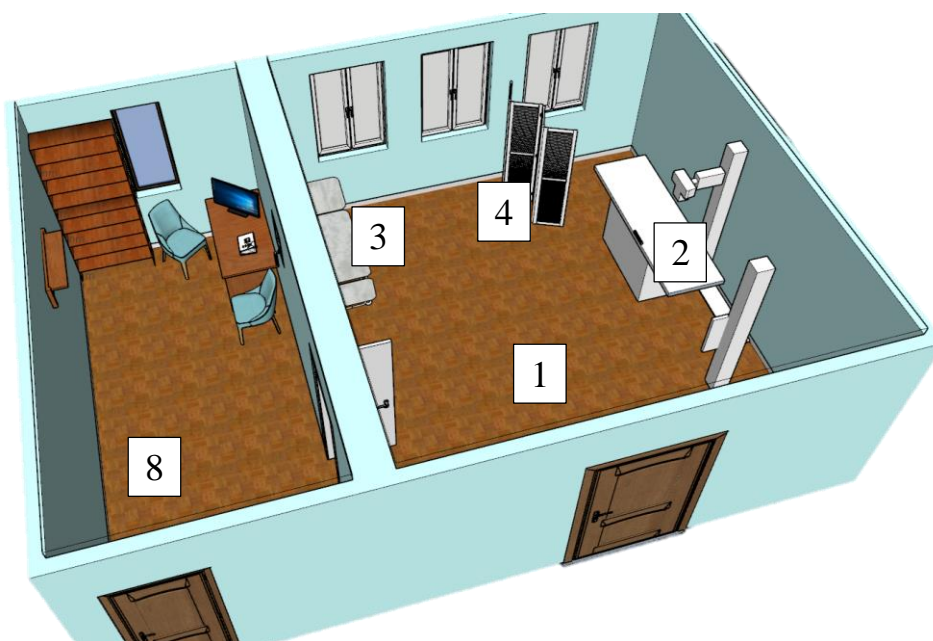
Тривимірний план рентген-кабінету
